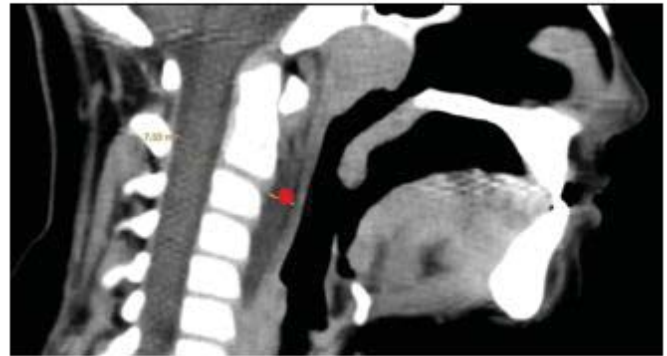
Imagen 1A: Radiografía lateral de cuello partes blandas: aumento de partes blandas prevertebrales. Imagen 1B: TC Sagital con contraste intravenoso. Absceso prevertebral hipodenso de 7mm.
